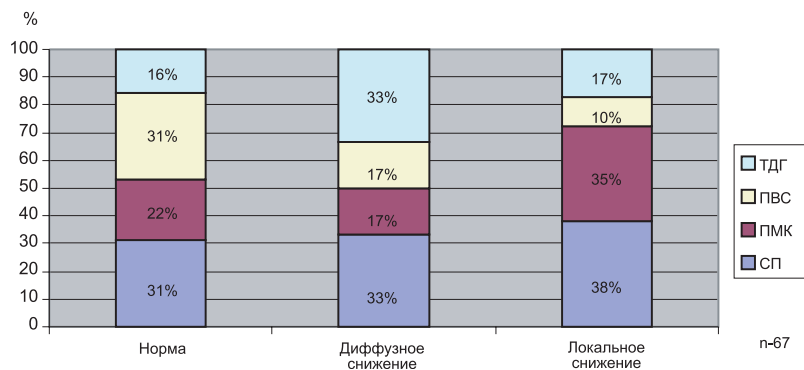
Перфузия головного мозга в разных клинических группах при ДКР по данным ОФЭКТ.
